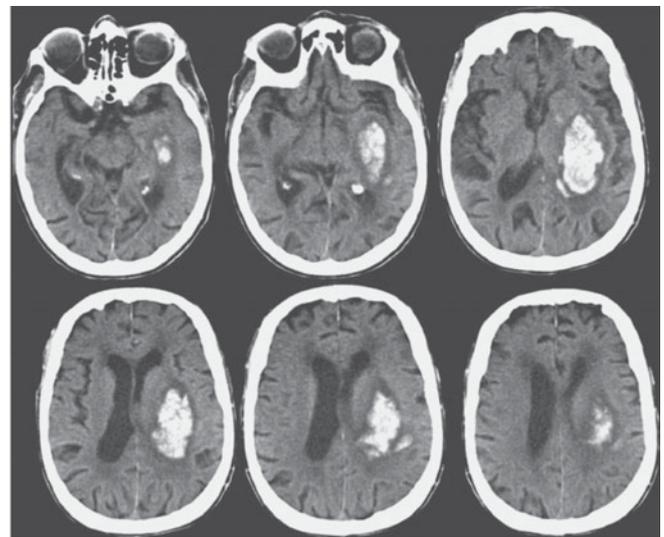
Tomografía computarizada de un paciente con hemorragia hipertensiva en la región putaminal izquierda.
